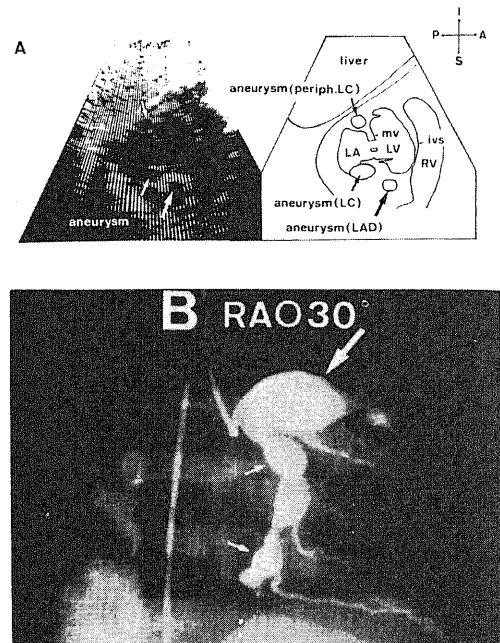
Two-dimensional echocardiogram and coronary angiogram from a 2-year-old boy with Kawasaki disease. (A) Sector 1-P3 shows 3 abnormal echo-free spaces. One space (upper small arrow) is seen at the inferior side of the mitral valve. Another (lower small arrow) is seen at the superior side of the mitral valve. The other space (large arrow) is seen at the superior side of the interventricular septum. (B) The angiogram shows several aneurysms of the left coronary artery. The large arrow corresponds to the large arrow in panel A. The upper small arrow corresponds to the lower small arrow in panel A. The lower small arrow corresponds to the upper small arrow in panel A. A=anterior; I=inferior; ivs=interventricular septum; LA=left atrium; LAD=left anterior descending artery; LC=left circumflex artery; LV=left ventricle; mv=mitral valve; P=posterior; periph. LC=peripheral left circumflex artery; RAO=right anterior oblique view; RV=right ventricle; S=superior.
